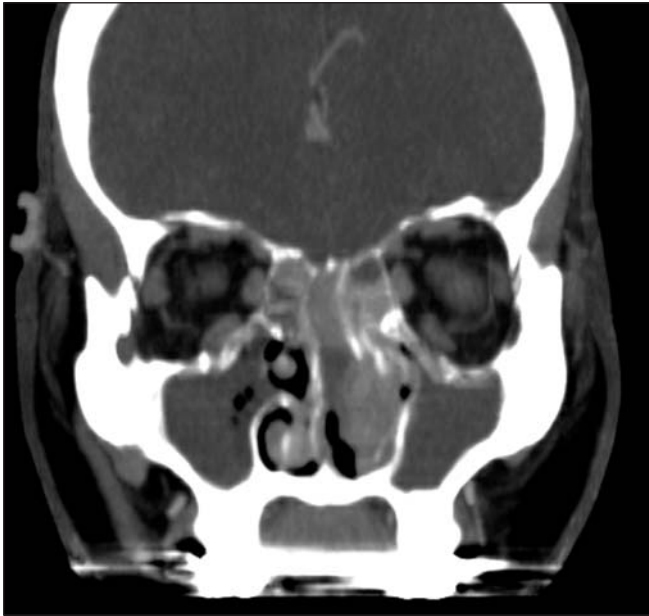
Tomografía computarizada con reconstrucción del plano coronal que muestra un tumor originado en la bóveda nasal, medial a la inserción del cornete medio, compatible con un estesioneuroblastoma.
